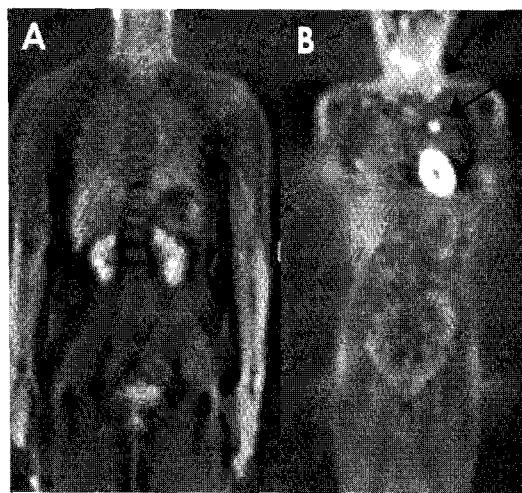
FDG-PET scan in patient with cervical cancer who showed no evidence of the disease after treatment. (A) No evidence of the disease. (B) Recurrence in supraclavicular (arrow) and hilar lymph node (arrow).
